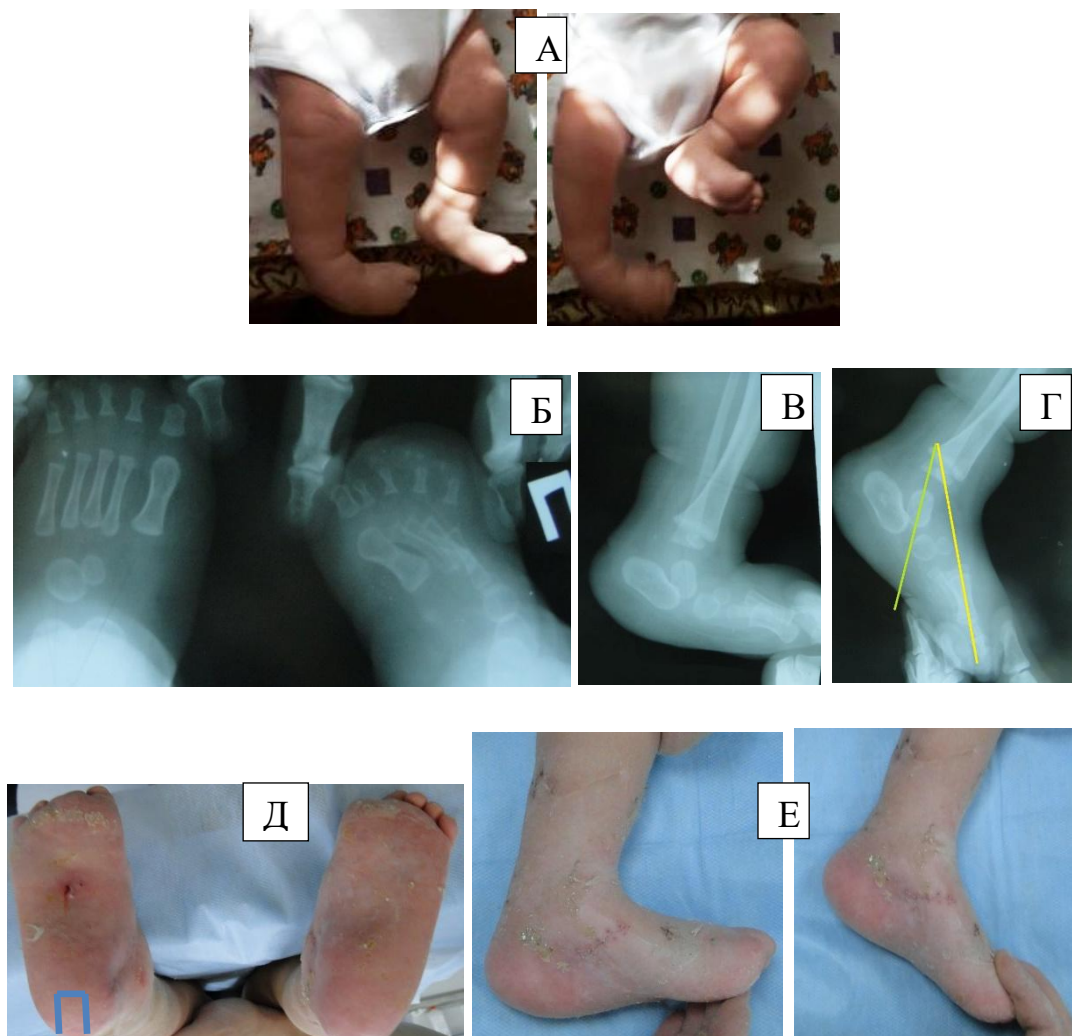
Пациент С., амниотическая болезнь, косялапость правой стопы, ВВТ левой (по клинической шкале 5,5 баллов). А – фото стоп в 2 месяца. Б, В, Г – рентгенограмма стоп в 8 месяцев; В – левая стопа с максимальной тыльной флексией; Г – левая стопа с подошвенной флексией. Д – фото стоп в 2 года 5 месяцев с подошвенной стороны, после операции (после удаления «пуговицы» после пересадки ПББС правой стопы, спицы слева). Е – левая стопа
